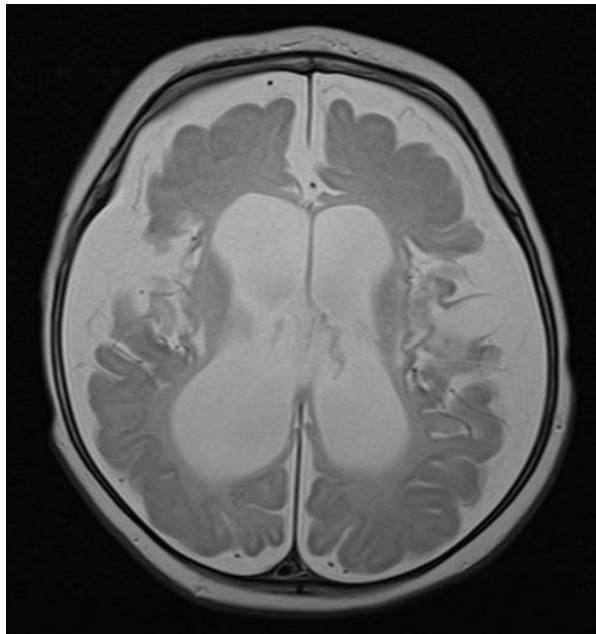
Пациент Ч., 4 месяца (ИБ №13255 2014 г.). Клинический диагноз: Синдром Веста. МРТ демонстрирует атрофические изменения вещества головного мозга, микроцефалию. T2-ВИ в аксиальной плоскости
